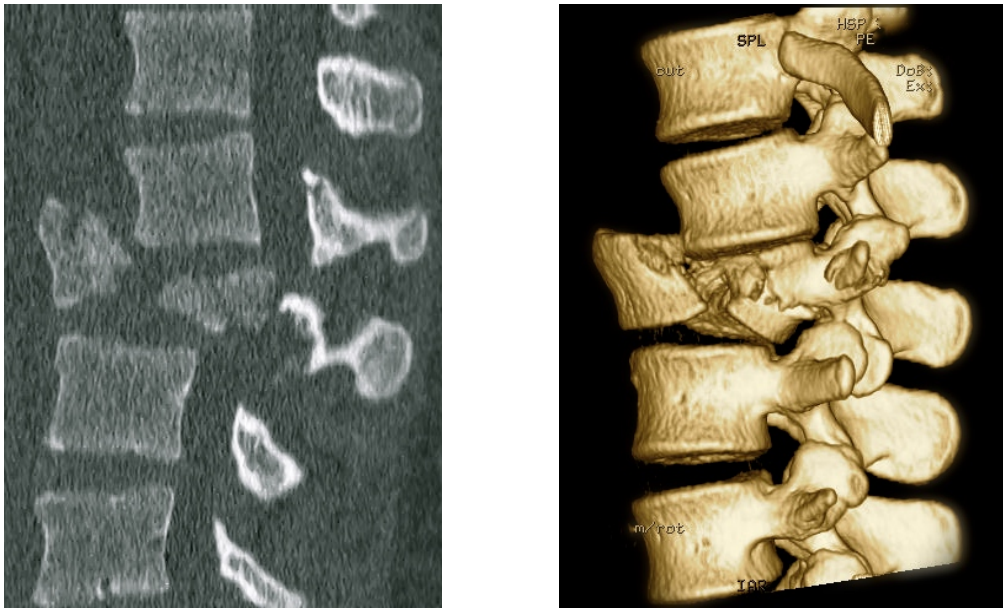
Reconstrucción sagital de TAC en un caso de fractura de L2
